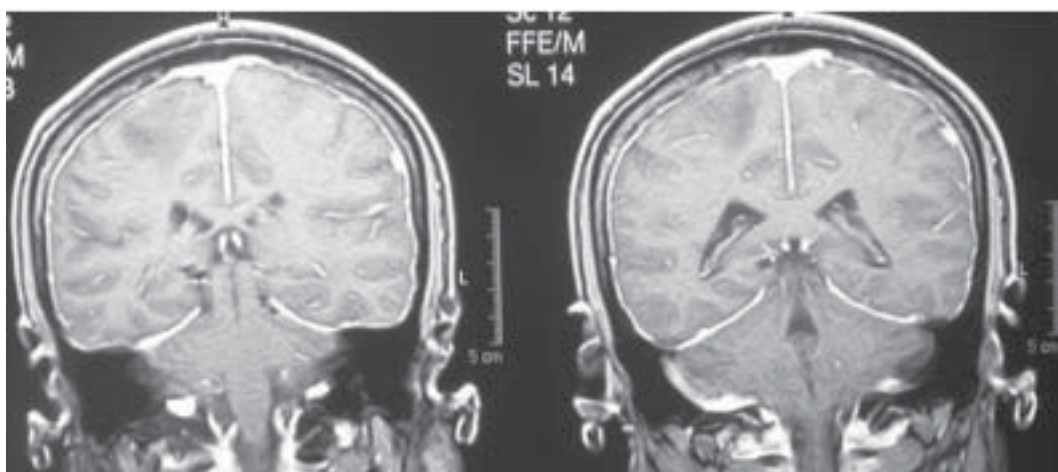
IRM T1. Meningitis por aspergillus, cortes coronales muestran el engrosamiento meningeo.
